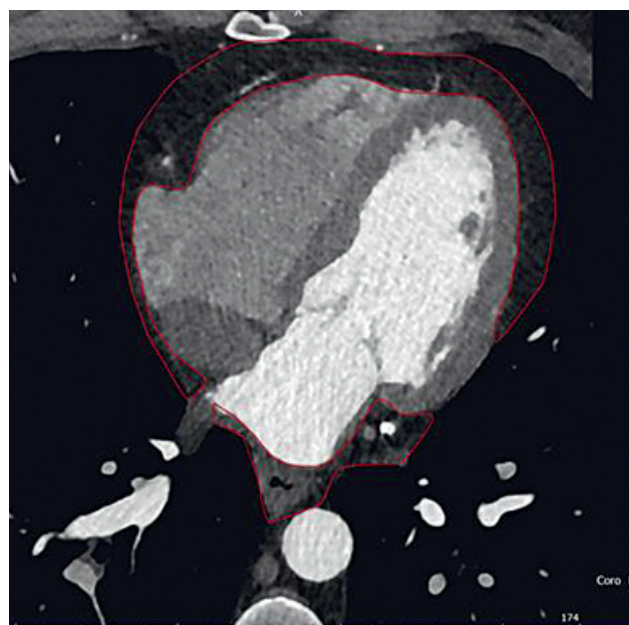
Пример срезов компьютерной томографии для оценки депо жировых отложений предсердий и желудочков
